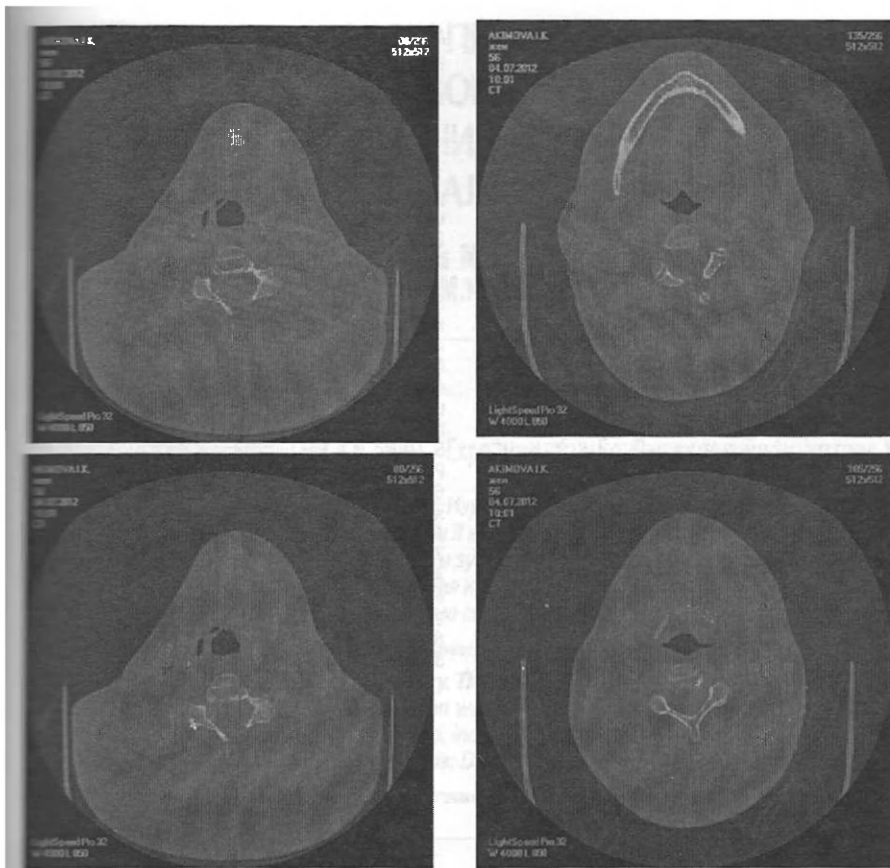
Рентгено-компьютерная томография многокамерного кистозного образования дна полости рта, поднижнечелюстной области слева и верхнебоковом отделе шеи слева, с наличием кальцинатов и нарушением структуры тела подъязычной кости
